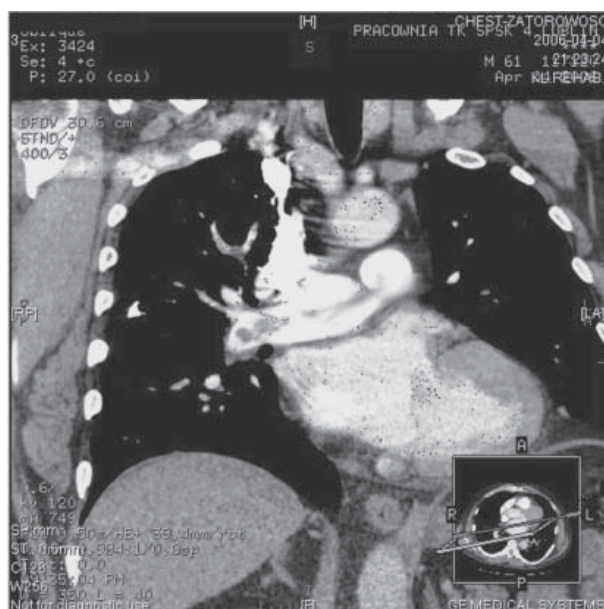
CT scan of pulmonary embolism
